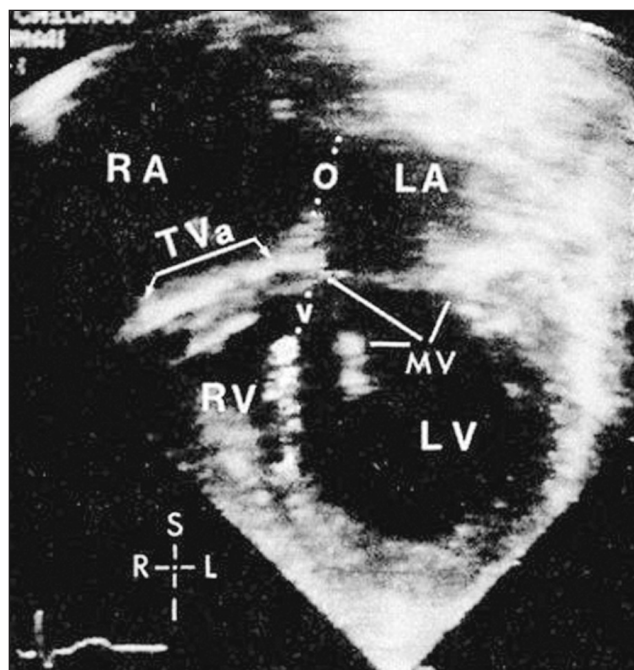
Эхокардиографическое исследование сердца при стенозе трикуспидального клапана
